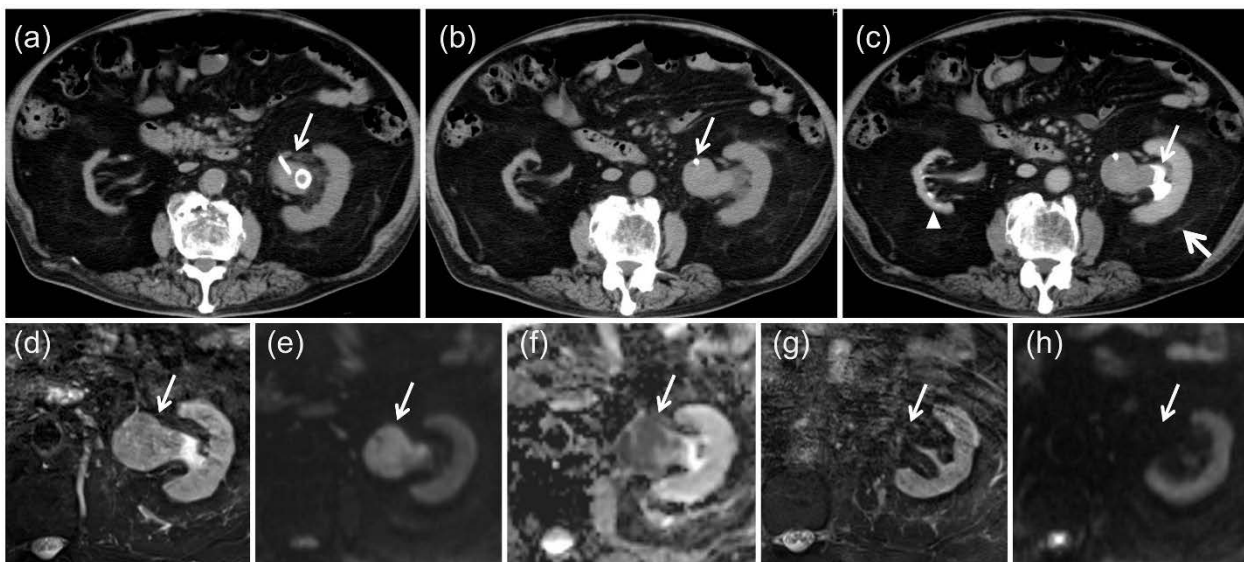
A 78-year-old man with renal pelvic cancer and severe kidney dysfunction of a solitary functioning kidney. (a) The J stent is visible in the left renal pelvis on non-contrast CT (arrow); (b) The J stent is surrounded by a tumor in the left renal pelvis (arrow); (c) Contrast-enhanced CT in the excretory phase showed contrast excretion (small arrow) in the left kidney. Perinephric inflammation or edema is noted (large arrow), suggesting post-renal pyelonephritis. the right kidney was atrophic with little or no contrast excretion, indicating that the kidney was not functioning (arrowhead); (d) Transverse short tau inversion recovery image shows a mass with heterogeneous isointense signal in the left renal pelvis (arrow); (e) The tumor showed high signal on diffusion-weighted imaging (arrow); (f) Apparent diffusion coefficient map generated from diffusion-weighted imaging showed a heterogeneous hypointense mass (arrow); (g) Transverse short tau inversion recovery image shows complete disappearance of the tumor in the left renal pelvis (arrow) 5.5 years after radiotherapy; (h) There was no hyperintense lesion in the left renal pelvis on diffusion-weighted imaging (arrow) 5.5 years after radiotherapy.
